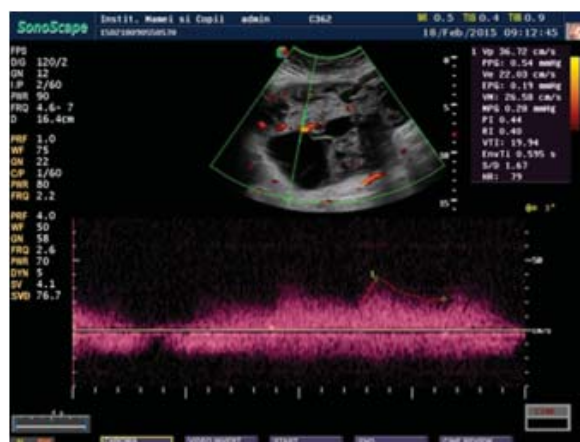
USG + Doppler color
